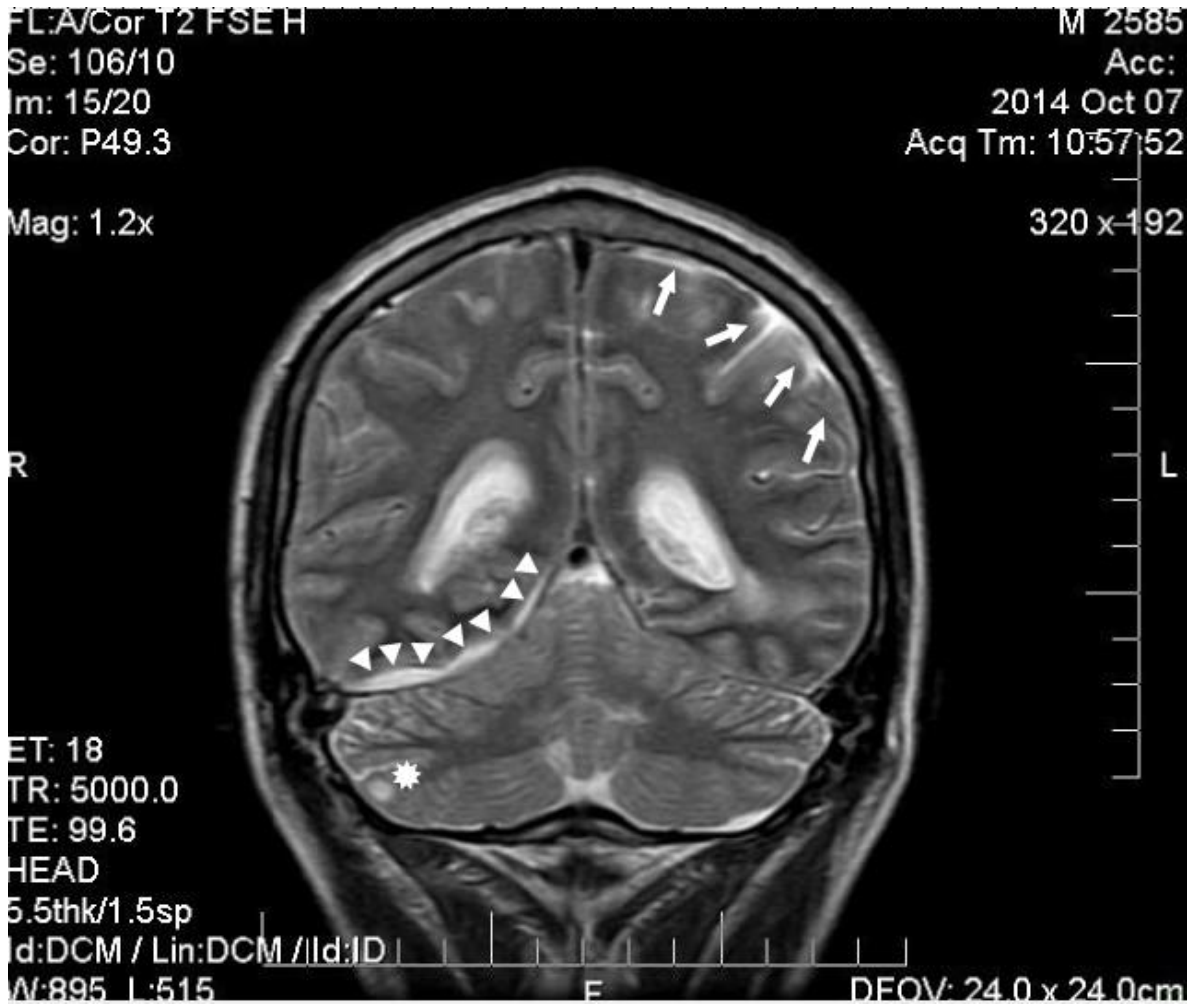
Imagen por resonancia magnética en T2 de un corte coronal que muestra presencia de compromiso subaracnoideo en las cisuras de la convexidad parietal izquierda (flechas), así como en la cisterna vermiana superior derecha (puntas de flecha). Además se muestra una lesión hiperintensa circular en la convexidad del lóbulo anterior del hemisferio cerebeloso derecho (estrella), posiblemente debido a un trayecto hemorrágico.
